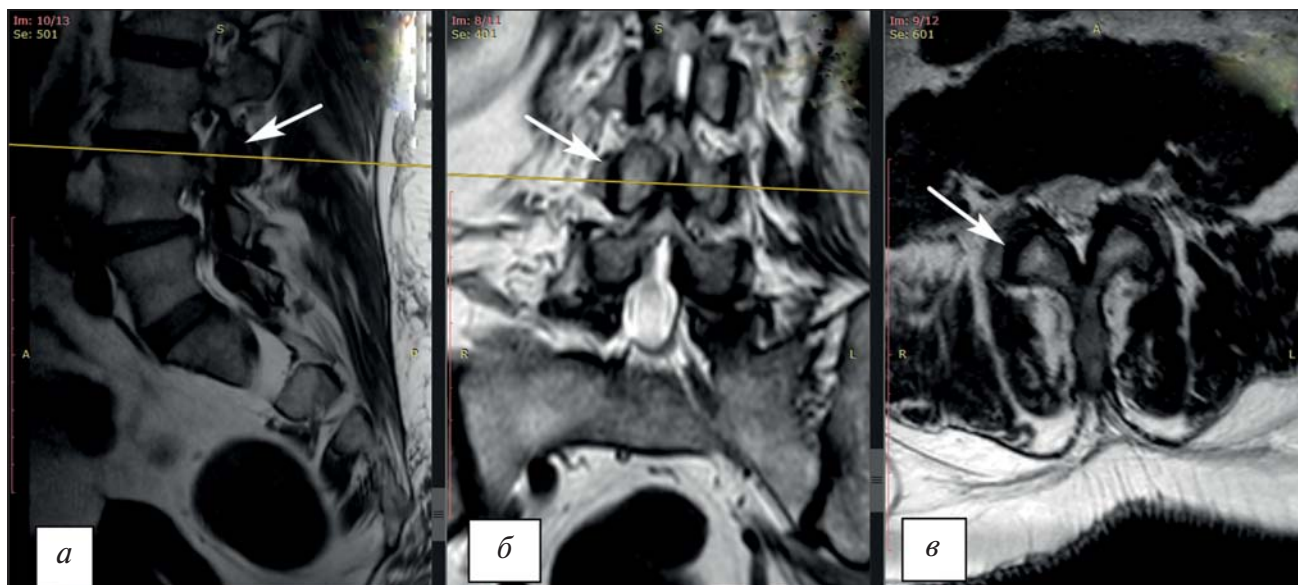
Магнитно-резонансная томография поясничного отдела позвоночника: а — T₁-взвешенное изображение в сагиттальной проекции (гипоинтенсивный сигнал суставной щели гипертрофированных дугоотростчатых суставов L_{III}-L_{IV}, стрелка); б — T₂-взвешенное изображение во фронтальной проекции (гипоинтенсивный сигнал суставной щели гипертрофированных дугоотростчатых суставов L_{III}-L_{IV}, стрелка); в — T₁-взвешенное изображение в аксиальной проекции (гипоинтенсивный сигнал суставной щели гипертрофированных дугоотростчатых суставов L_{III}-L_{IV}, стрелка). Тяжесть дегенеративных изменений в зигапофизарном суставе L_{III}-L_{IV} справа соответствует IV степени по классификации A. Fujiwara.
